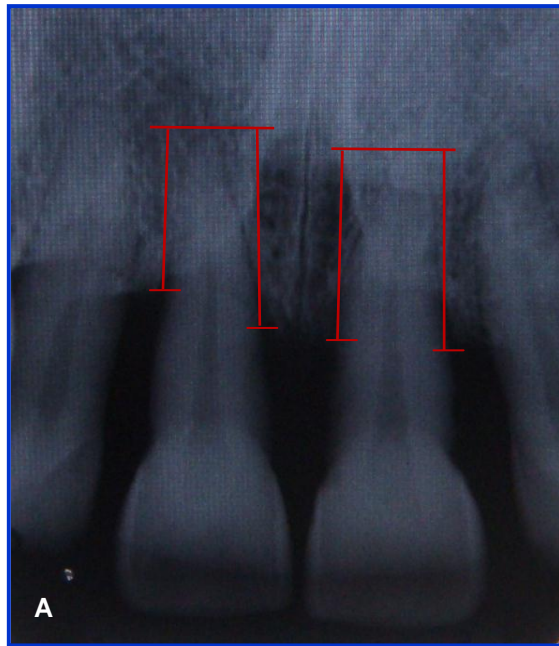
Fotografia de radiografia da paciente “6” demonstrando as medidas ósseas AR-CO:
